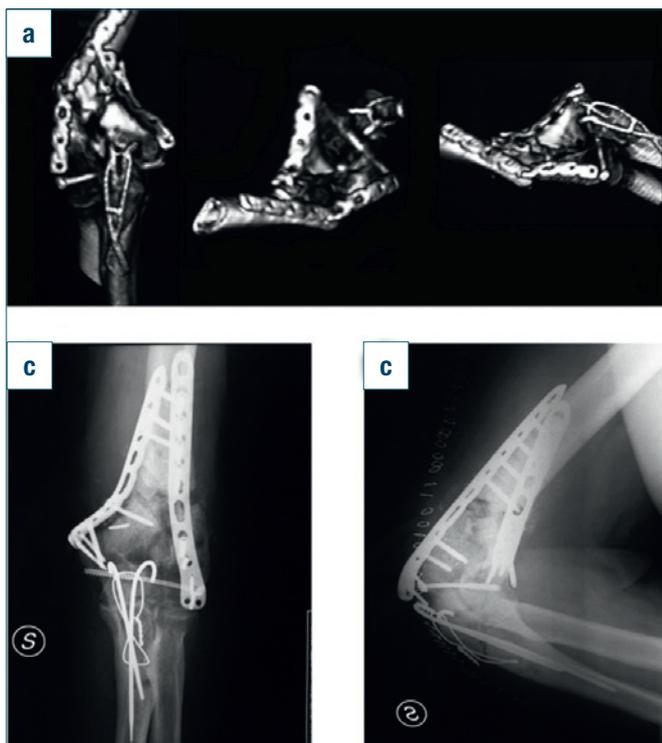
Fixation failure. a) TC. b - c) Rx
